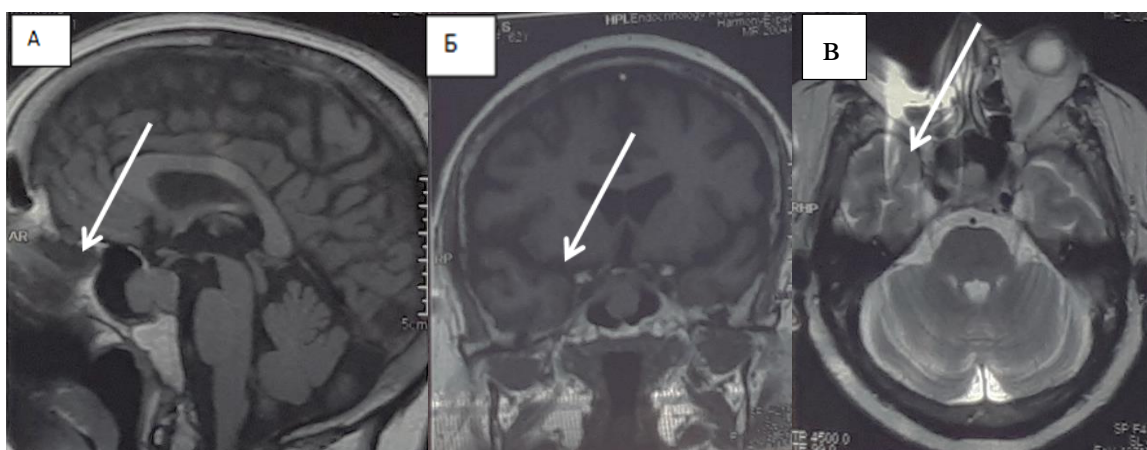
МРТ пациентки С-ой (И/б 930/08-2008) перед первой операцией. А – МРТ в сагиттальной проекции в T1 режиме без контрастного усиления. Б – МРТ в фронтальной проекции в T1 режиме с контрастным усилением. В – МРТ в аксильной проекции в T2 режиме без контрастного усиления. Определяется эндо-инфра-ретроселлярная опухоль – белая стрелка
